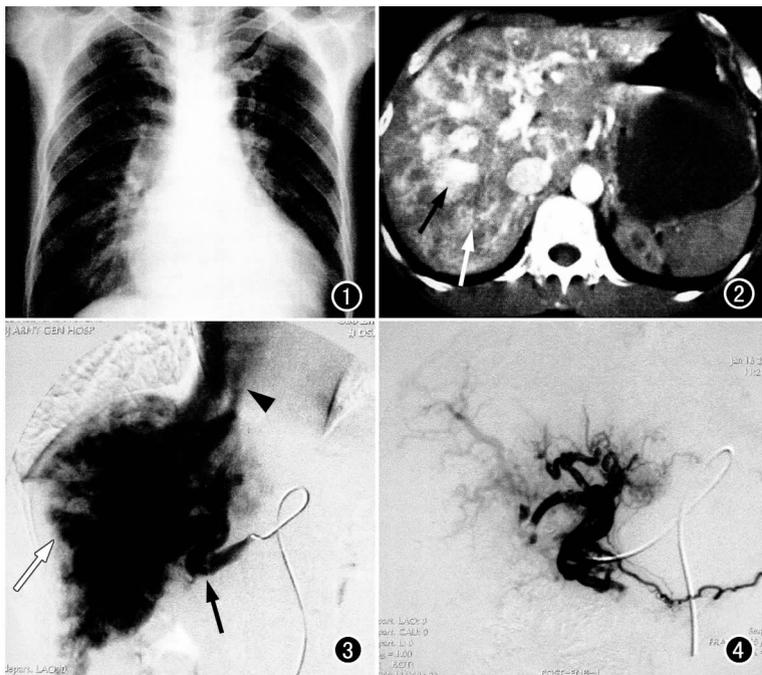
心脏明显扩大。图2 CT动脉期,肝动脉增粗、迂曲,全肝分布多个不规则高密度影(白箭),肝静脉显影、增粗明显(黑箭)。
